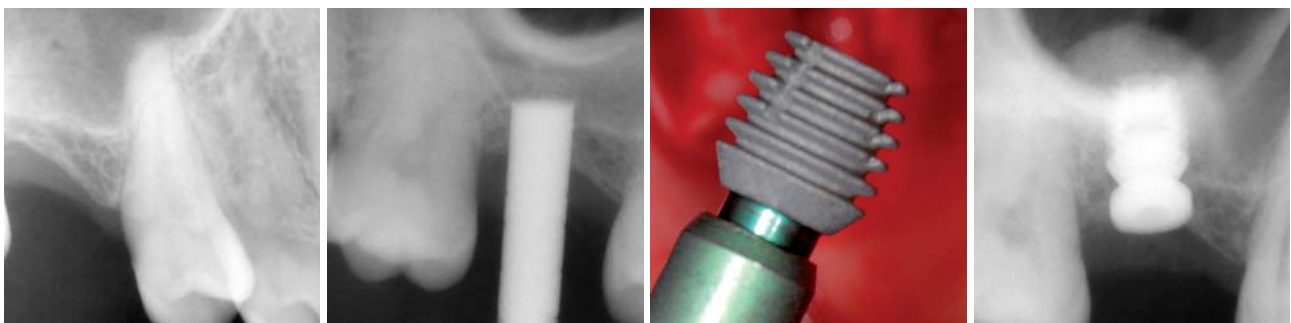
Ausgangssituation: Regio 16 mit einer Knochenresthöhe von 3 mm. – Abb. 2: Verwendung eines Handbohrers zur Grünholz-Fraktur des Sinusbodens; Röntgenkontrollaufnahme zur Überprüfung des Fortschrittes. – Abb. 3: Bicon Integra-CP™ 5,0 mm Durchmesser und 6,0 mm Länge. – Abb. 4: Implantat in situ mit Sinuslift Abutment zur Stabilisation des Implantates.
